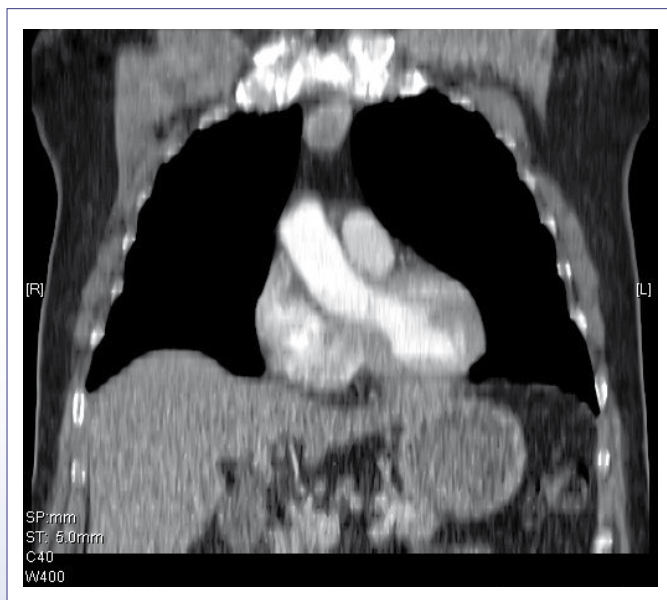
SPECT-CT opnames van de thorax tonen een accurate lokalisatie van het ectopisch ^{99m}Tc-sestamibi stapelende focus retrosternaal in het voorbovenste mediastinum.
